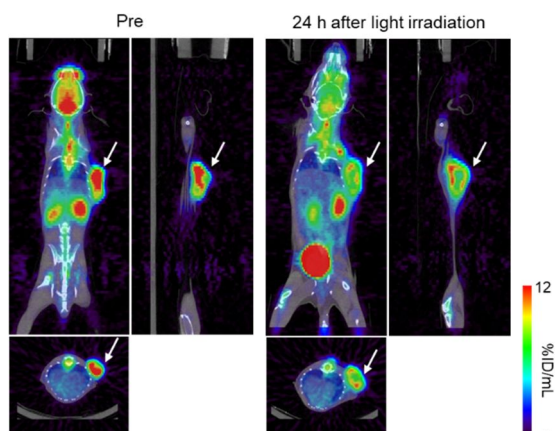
PIT を行った C57BL/6J マウスにおける $[^{18}\text{F}]\text{FDG}$ -PET を用いた検討
